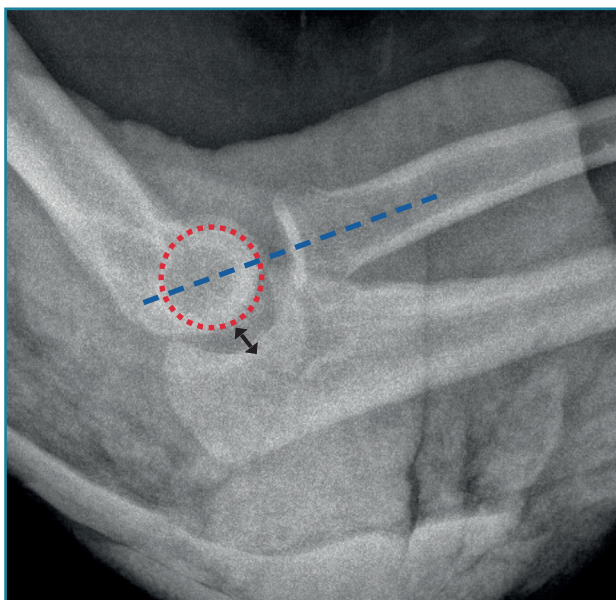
Radiografía lateral de codo tras una maniobra de reducción de una luxación donde puede verse cómo el eje longitudinal del radio se encuentra alineado con la bisectriz del capitellum. Además, puede observarse un drop sign positivo (flecha negra). Este signo corresponde a un aumento de la distancia ulnohumeral de > 3 mm.
